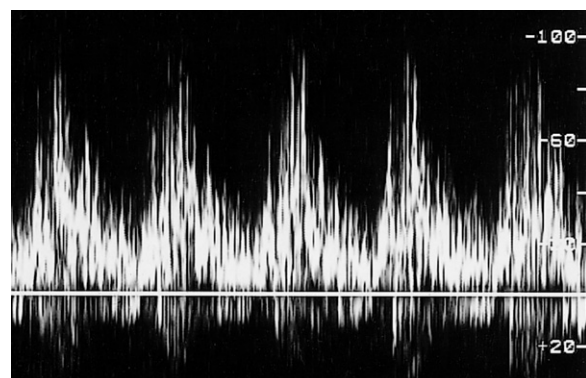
Dopplerspektrum mit turbulenter Strömung jenseits einer signifikanten Stenose.
